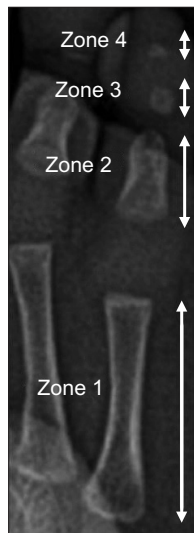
Four zones of radiographic deformity from proximal to distal.
